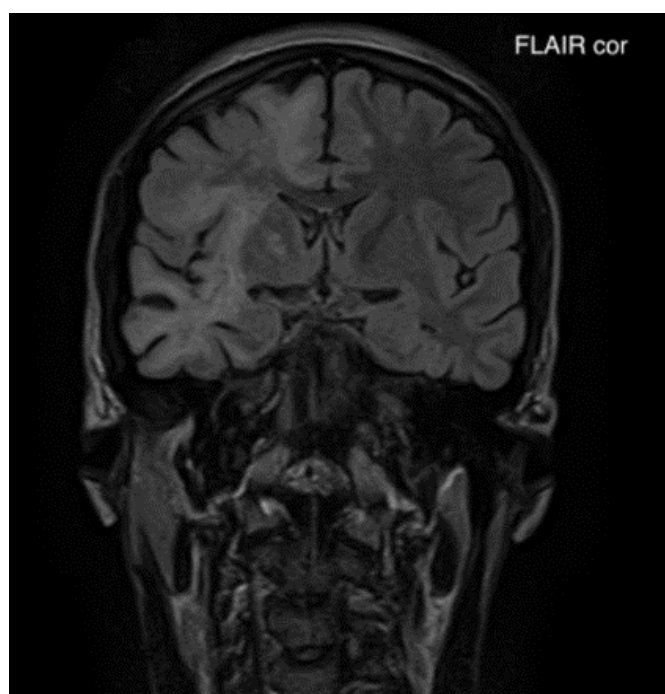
Imagen de resonancia magnética cerebral contrastada corte coronal en secuencia FLAIR: Lesiones hiperintensas de extenso compromiso de la sustancia blanca subcortical difusa bilateral de predominio derecho en lóbulo frontal, parietal y temporal.
